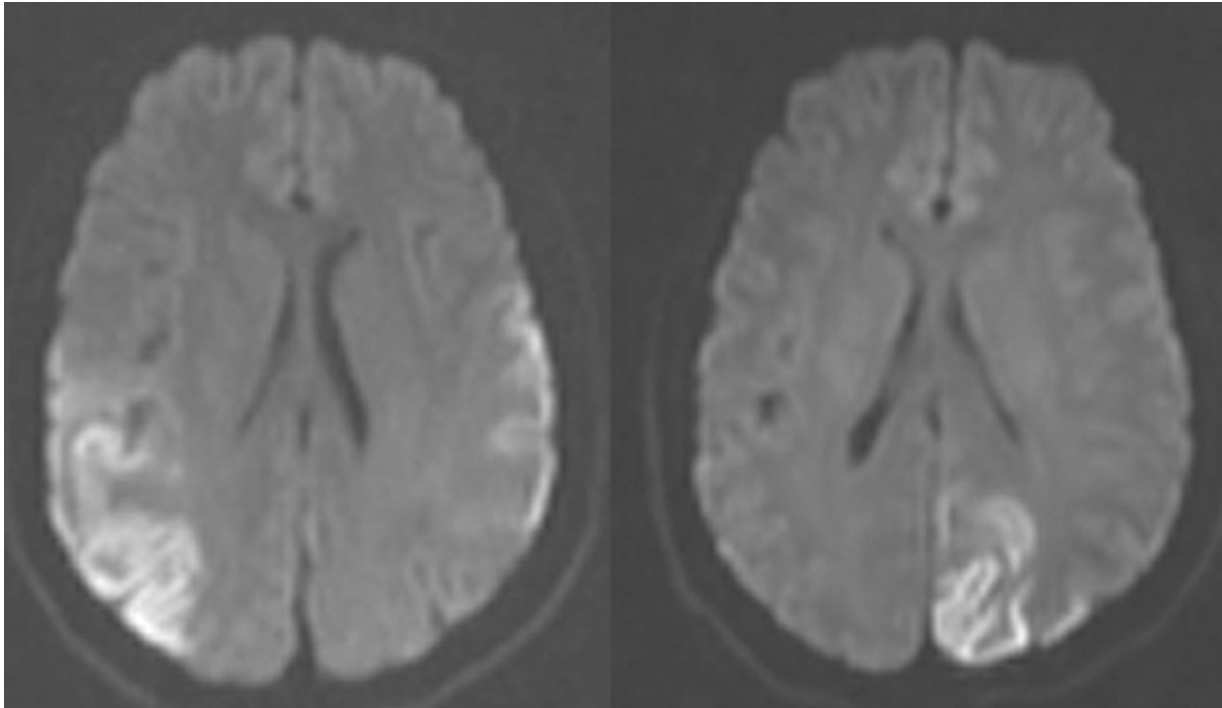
Cortes axiales de resonancia magnética nuclear en secuencia DWI, a dos edades distintas.
